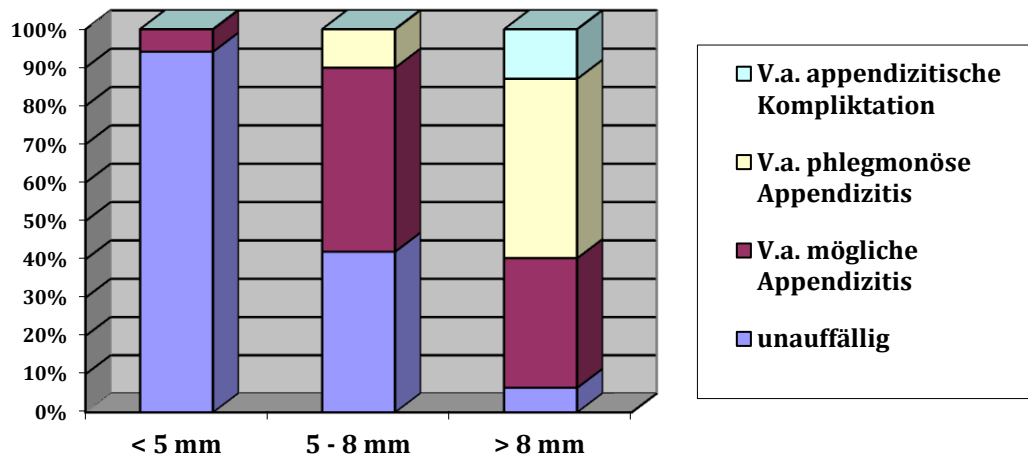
Vergleich Sonographiebefund mit Durchmesser in der Sonographie gesamt
